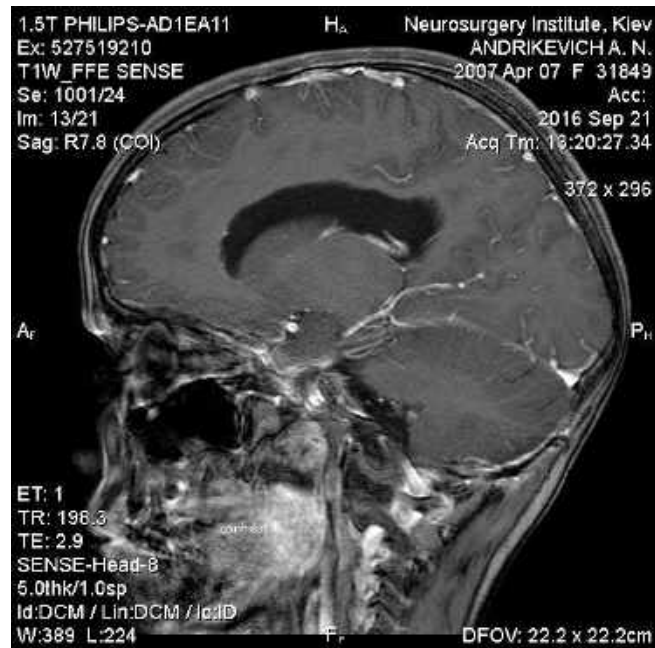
Спостереження № 150. Дитина К-ка С.Н., 8 років, історія хвороби №6885. МРТ головного мозку. МБМ. Виражена оклюзійна гідроцефалія.
